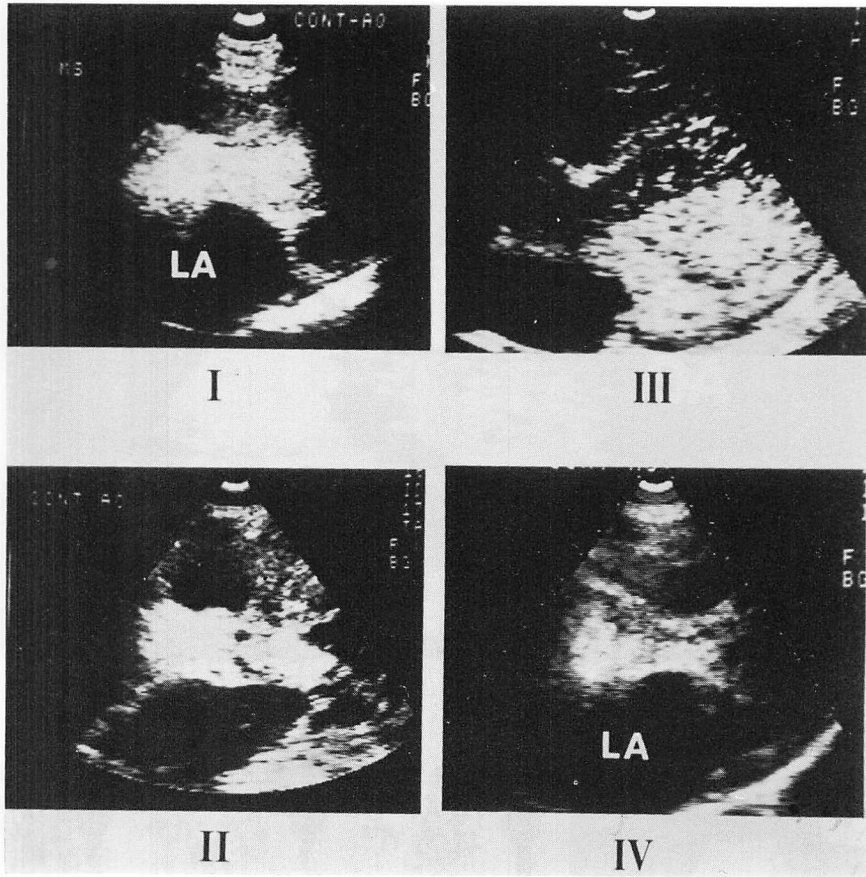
Four types of aortic regurgitant pattern observed by contrast echocardiography.
